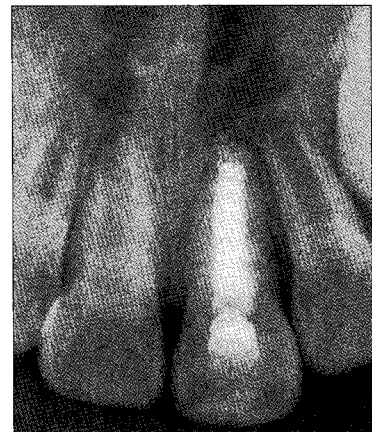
Radiograph after 1 week :  $\text{Ca(OH)}_2$  filling
